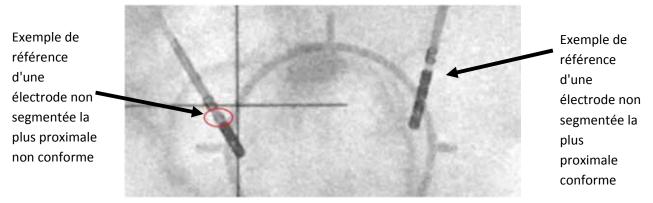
Radiographie fluoroscopique antérieure postérieure
